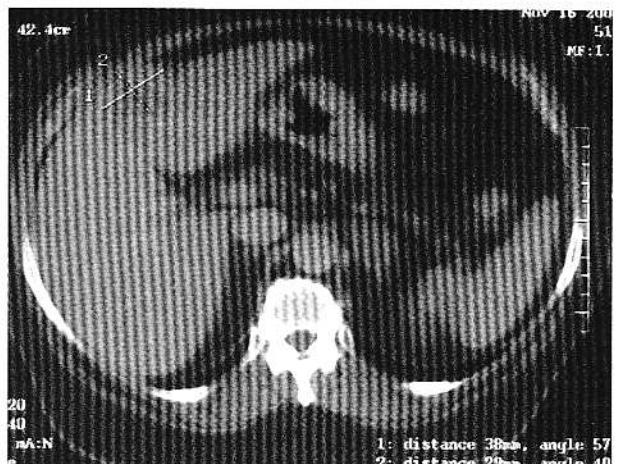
CT abdominal (nativ): hemangioma segment IV (4 x 3 cm) - masă hipodensă.
